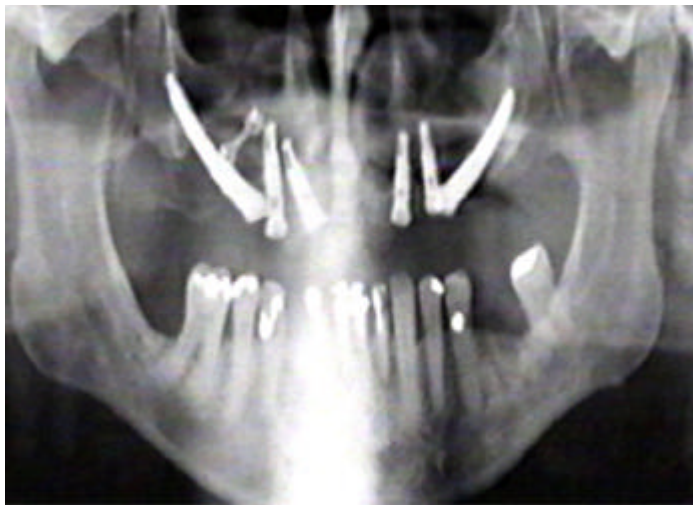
Radiografia Panorâmico
